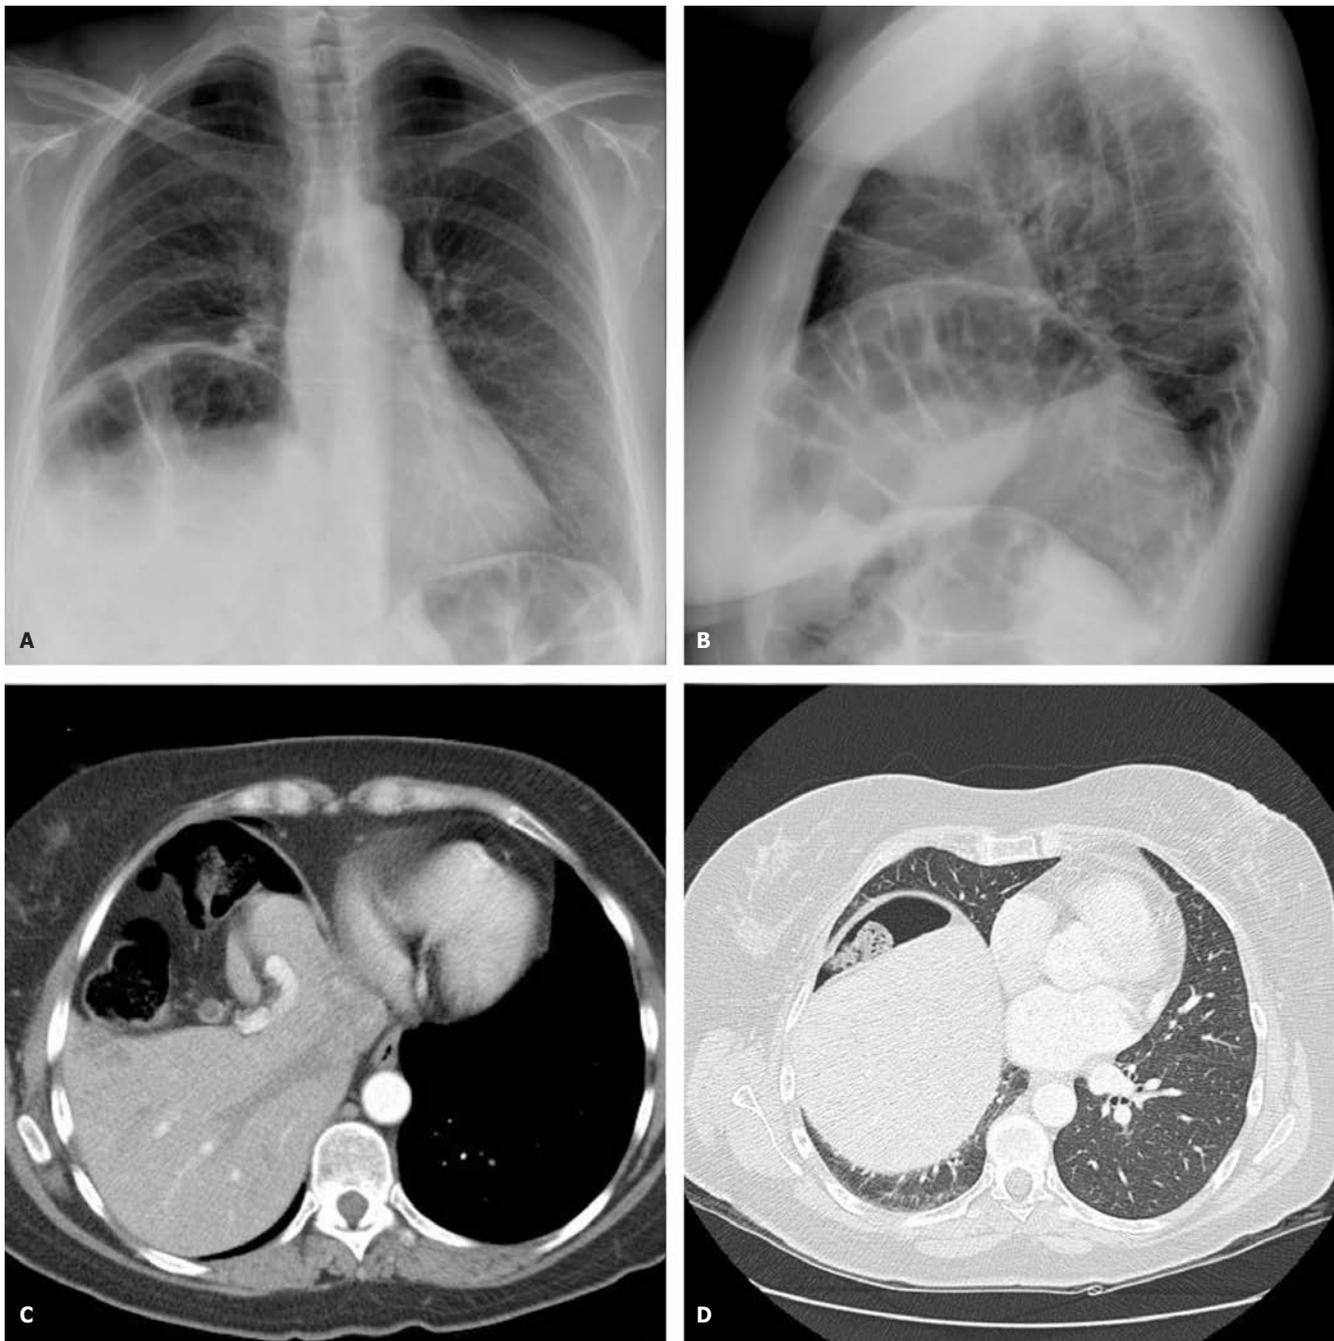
A-B) Radiografía de tórax AP y lateral: elevación del diafragma derecho con pequeña atelectasia laminar en lóbulo medio. C-D) TAC de tórax: elevación del hemidiafragma derecho estando en relación con la interposición del colon entre este y el hígado (signo de Chilaiditi) en presencia de una hipotrofia del segmento IV hepático. Pulmón derecho con pequeñas atelectasias laminares en lóbulo medio secundarias a la elevación diafragmática. Estructuras del mediastino normales en presencia de alguna adenopatía subcentimétrica inespecífica. Pleura, pared torácica y columna vertebral torácica, sin hallazgos significativos.
